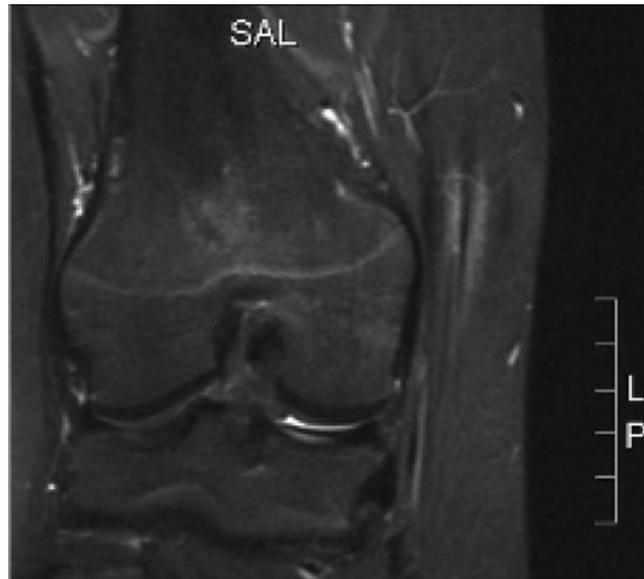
◀ Die MRT-Aufnahme des Kniegelenks zeigt die konkave Anatomie der distalen femoralen Wachstumsfuge. (Nach [18])
